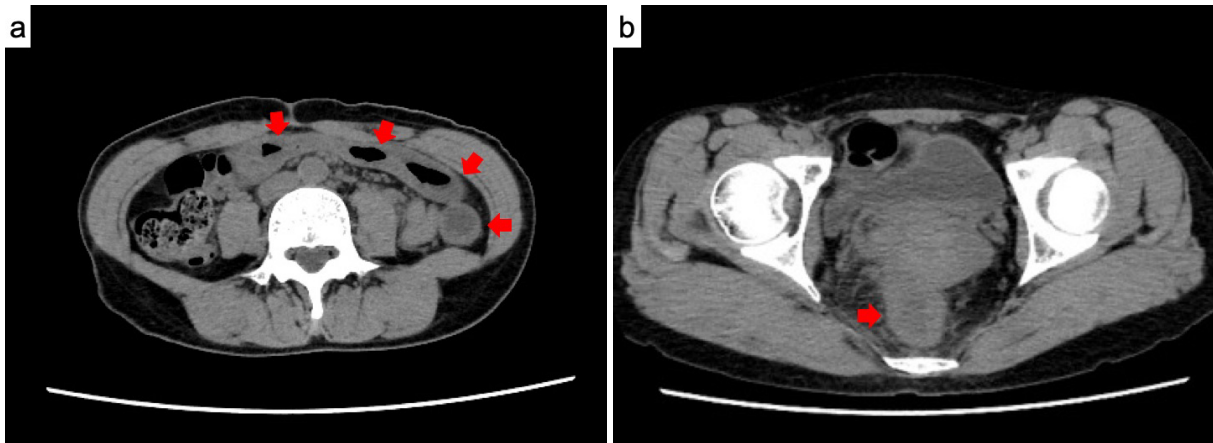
Computed tomography (CT) findings. CT showed thickening of the transverse colon (a) and rectum (b) (red arrows).
